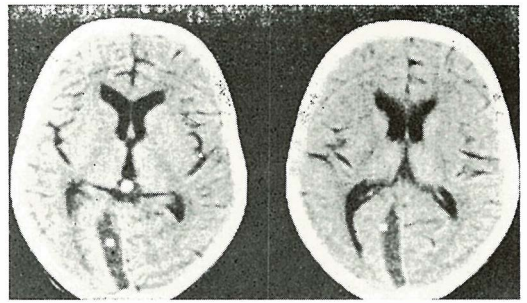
a i 1 b — a) Kompjuterizirana tomografija bez primjene kontrastnog sredstva prikazuje lijevo temporoparijetalno okruglu zonu smanjenog koeficijenta apsorpcije. b) Nakon primjene kontrastnog sredstva imbibira se prstenasta zona glatkog unutarnjeg ruba — stijenka apscesa. Fig. 1 a and 1 b — a) CT scan without contrast medium application exhibits a spherical zone of decreased absorption coefficient deep in the left temporo-parietal region. b) After contrast medium application the inner-smooth ring shaped zone of abscess wall was imbibed.
